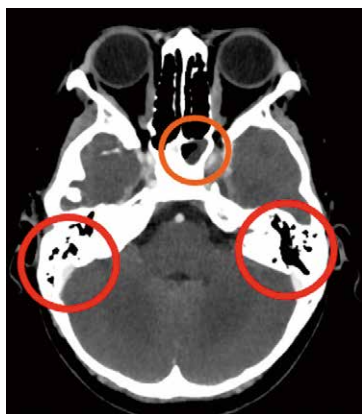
TC con contraste: sinusopatía esfenoidal izquierda, hiporreale de los senos cavernosos (más en el izquierdo) y sutil asimetría del calibre de las arterias carótidas internas, menor del lado izquierdo.
